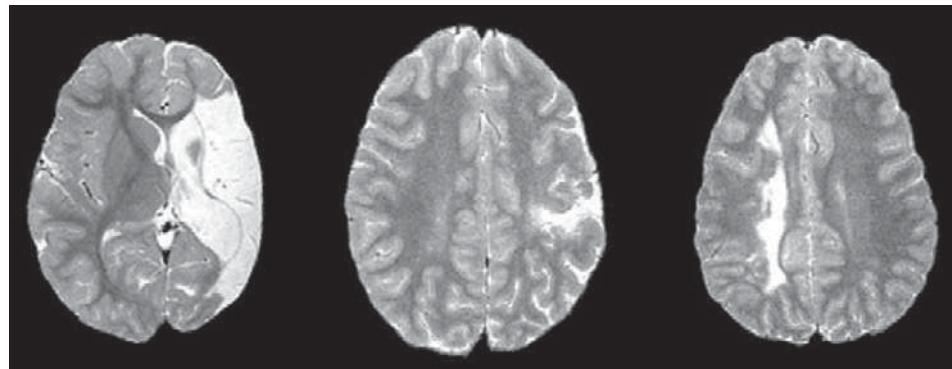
Крупномасштабные и незначительные перинатальные повреждения мозга. Структурные МРТ-изображения мозга в осевом сечении, полученные у трех детей с перинатальным повреждением мозга. Слева: большое одностороннее разрушение, затрагивающее большую часть одного полушария мозга. В центре: небольшие разрушения в одной доле мозга. Справа: глубокие разрушения, затрагивающие подкорковые области. (Источник: Stiles *et al.*, 2005.)
